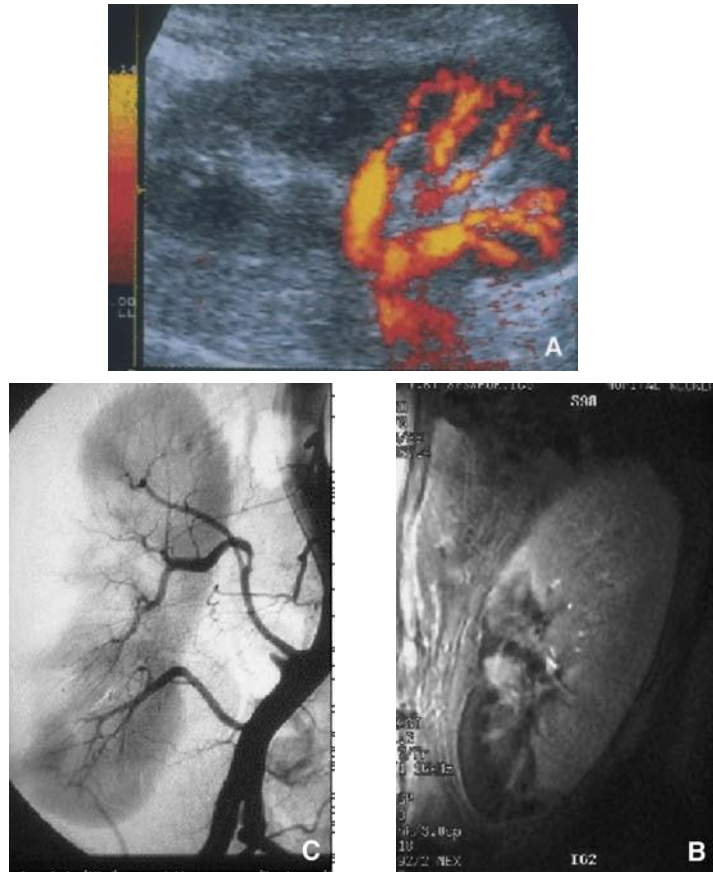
Aspect d'infarctus partiel du greffon en doppler (A), imagerie par résonance magnétique (B) et artériographie (C).
